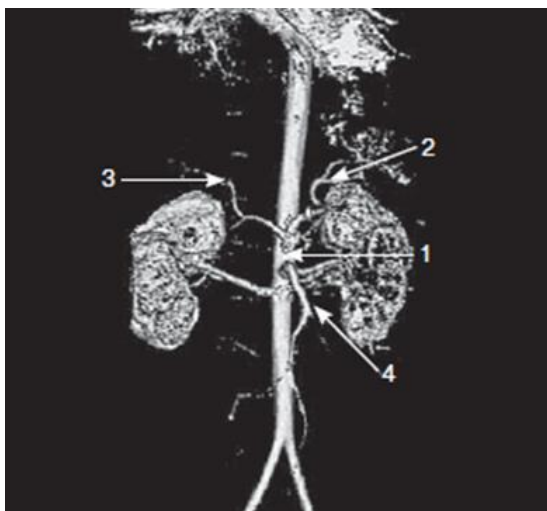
МРТ – ангиограма:
